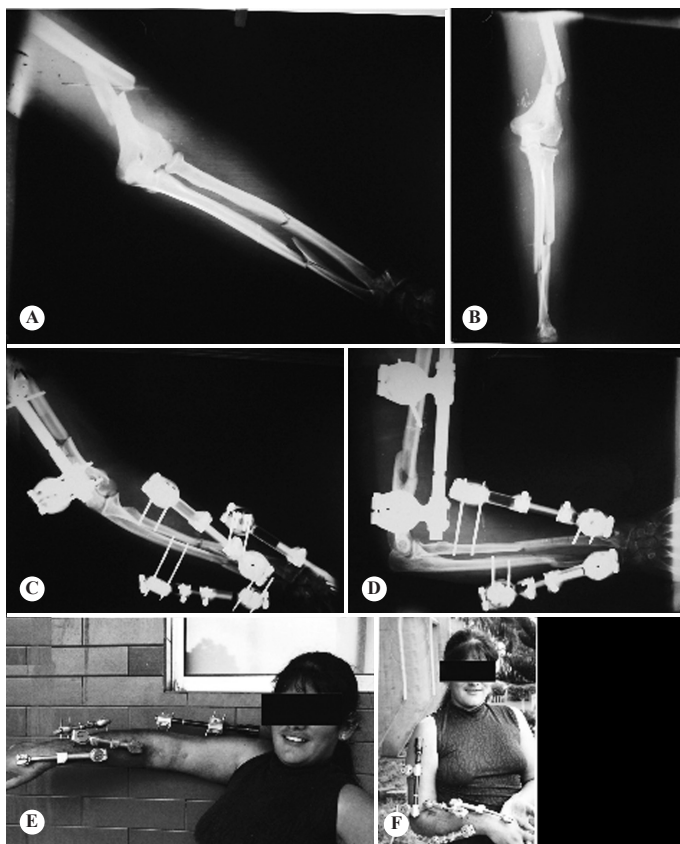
Paciente 3. As imagens A e B mostram as radiografias do trauma inicial (“cotovelo flutuante”). Em C e D, temos o tratamento efetuado com fixadores externos em úmero, ulna e rádio (terço médio e distal). A paciente chegou com síndrome compartimental e foi necessária fasciotomia. Em E e F, temos a paciente em tratamento, já com fechamento da fasciotomia e com boa função do ombro e do cotovelo.
